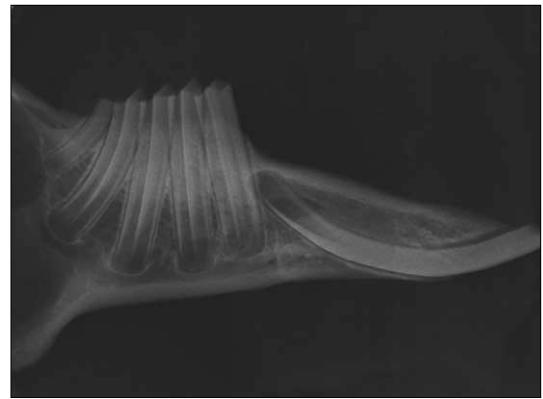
Radiograph of rabbit's mandible. Note that 360° turning produces a distraction of 0.7mm.
